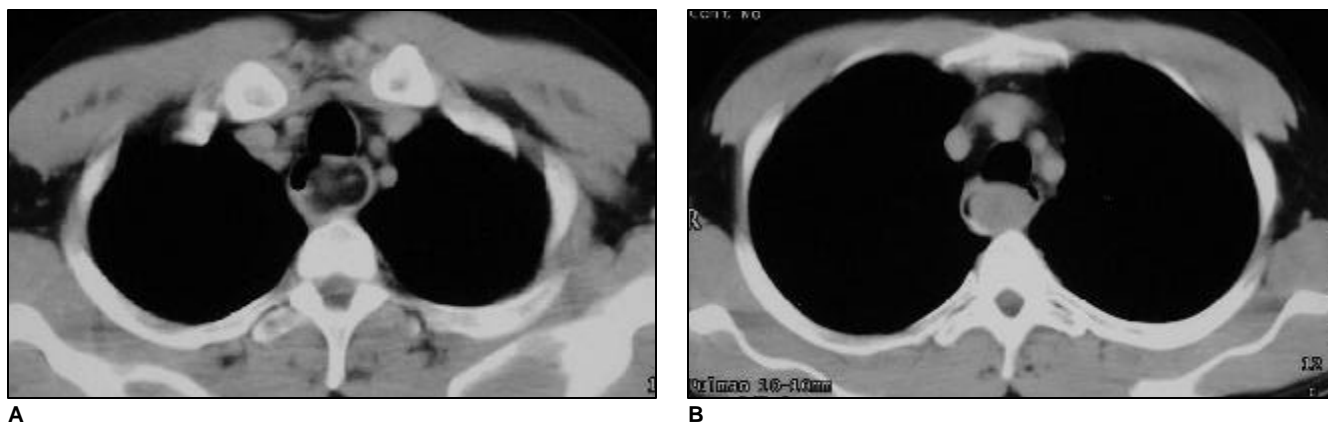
Cortes axiais de tomografia computadorizada (janela de mediastino). Em A, evidencia-se heterogeneidade tumoral com áreas de densidade de gordura em seu aspecto lateral esquerdo. Em B, a lesão demonstrada no nível distal possui densidade homogênea semelhante à musculatura torácica.
